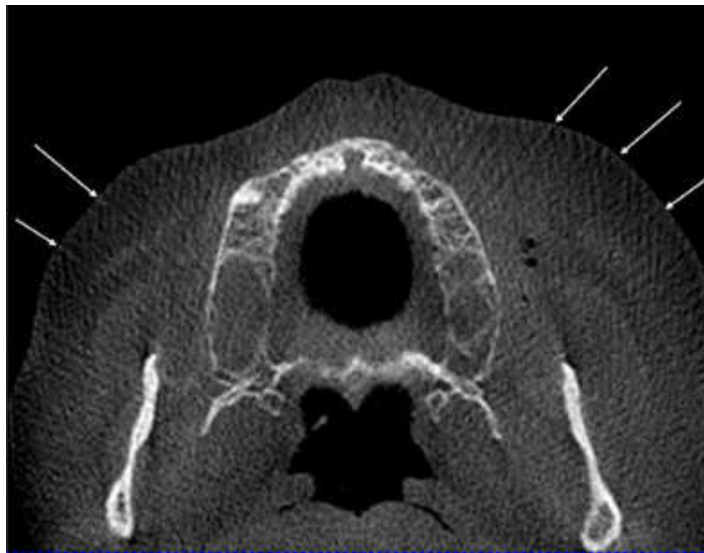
Image de l'effet moiré sur un cliché CBCT (17)
